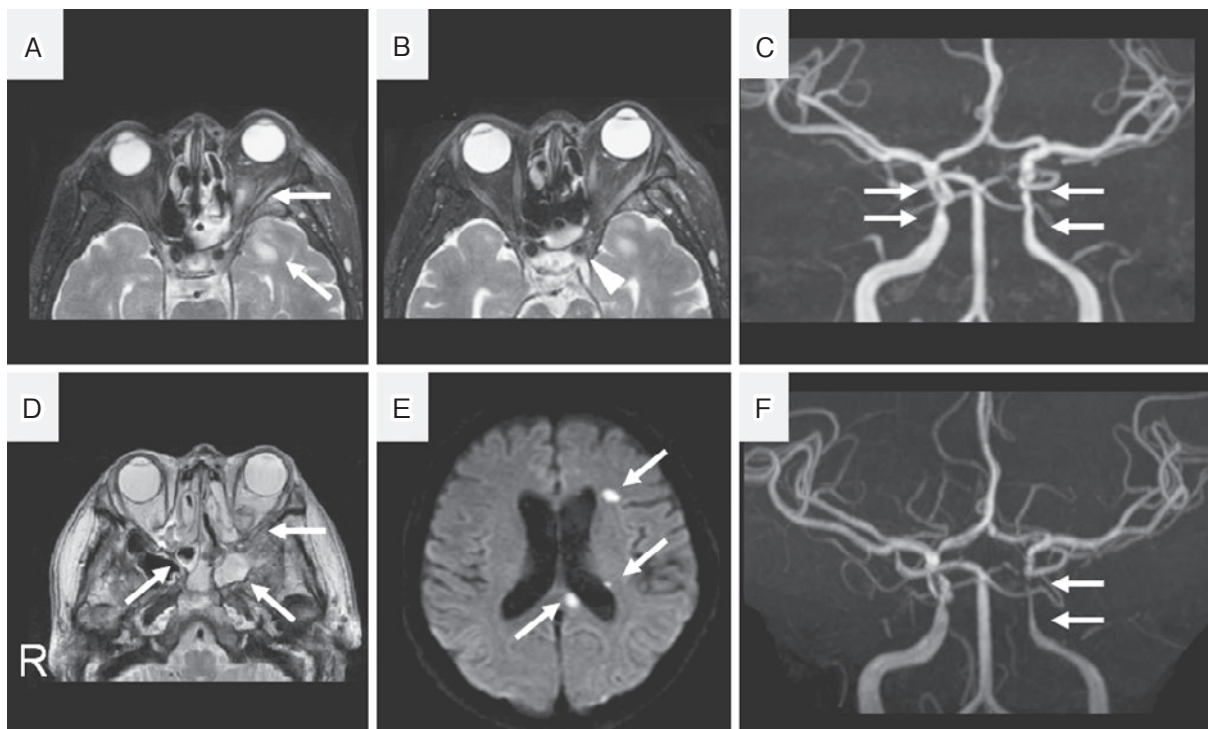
Head MRI obtained on day 21 (A, B, C) and day 45 (D, E, F).
